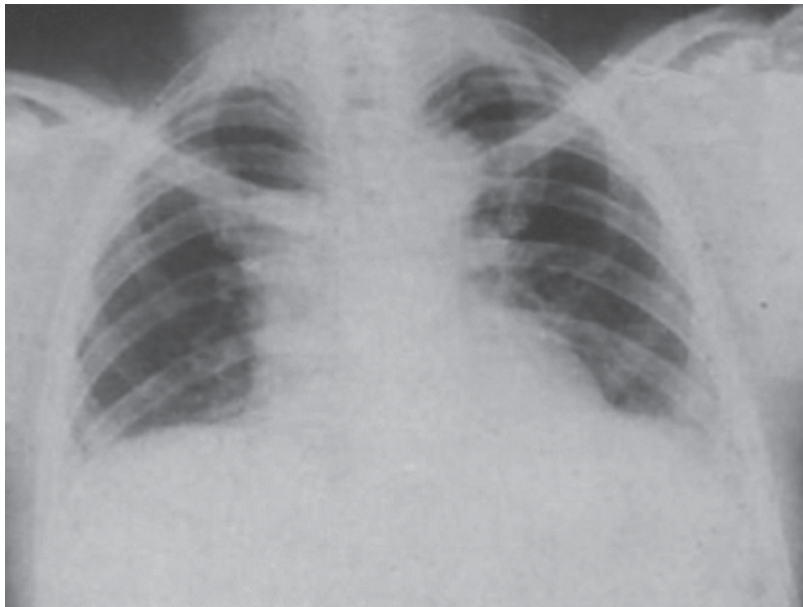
Deslocamento do diafragma. Radiografia do tórax na projeção posteroanterior, em indivíduo obeso, observando-se elevação bilateral das hemicúpulas diafragmáticas.
